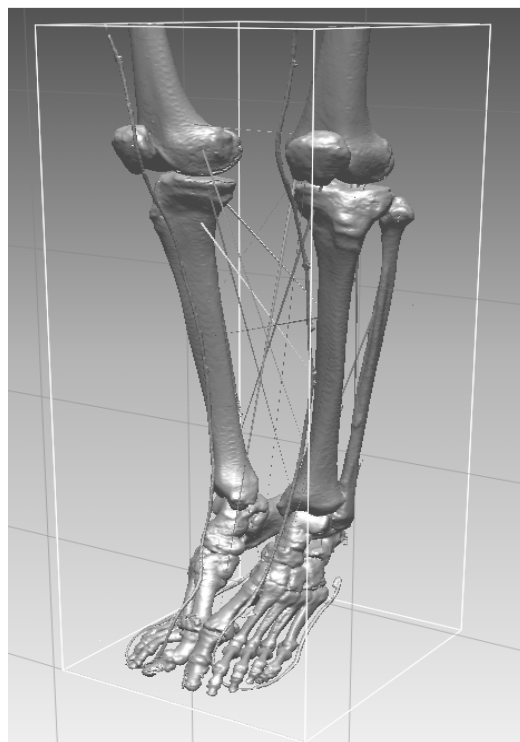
1 Tomografía de extremidades inferiores.
